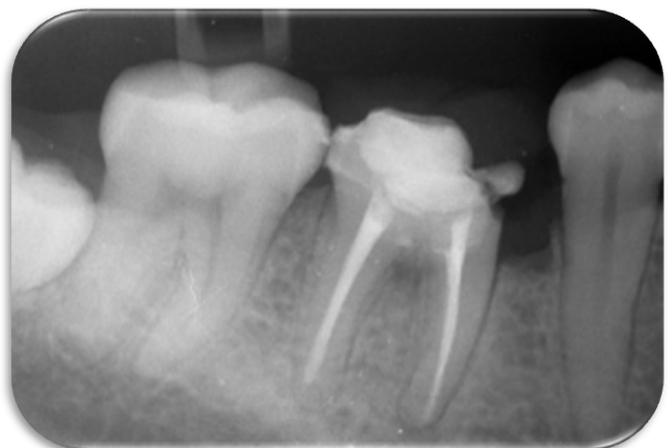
Radiografía periapical de corona provisional de E-Max.
